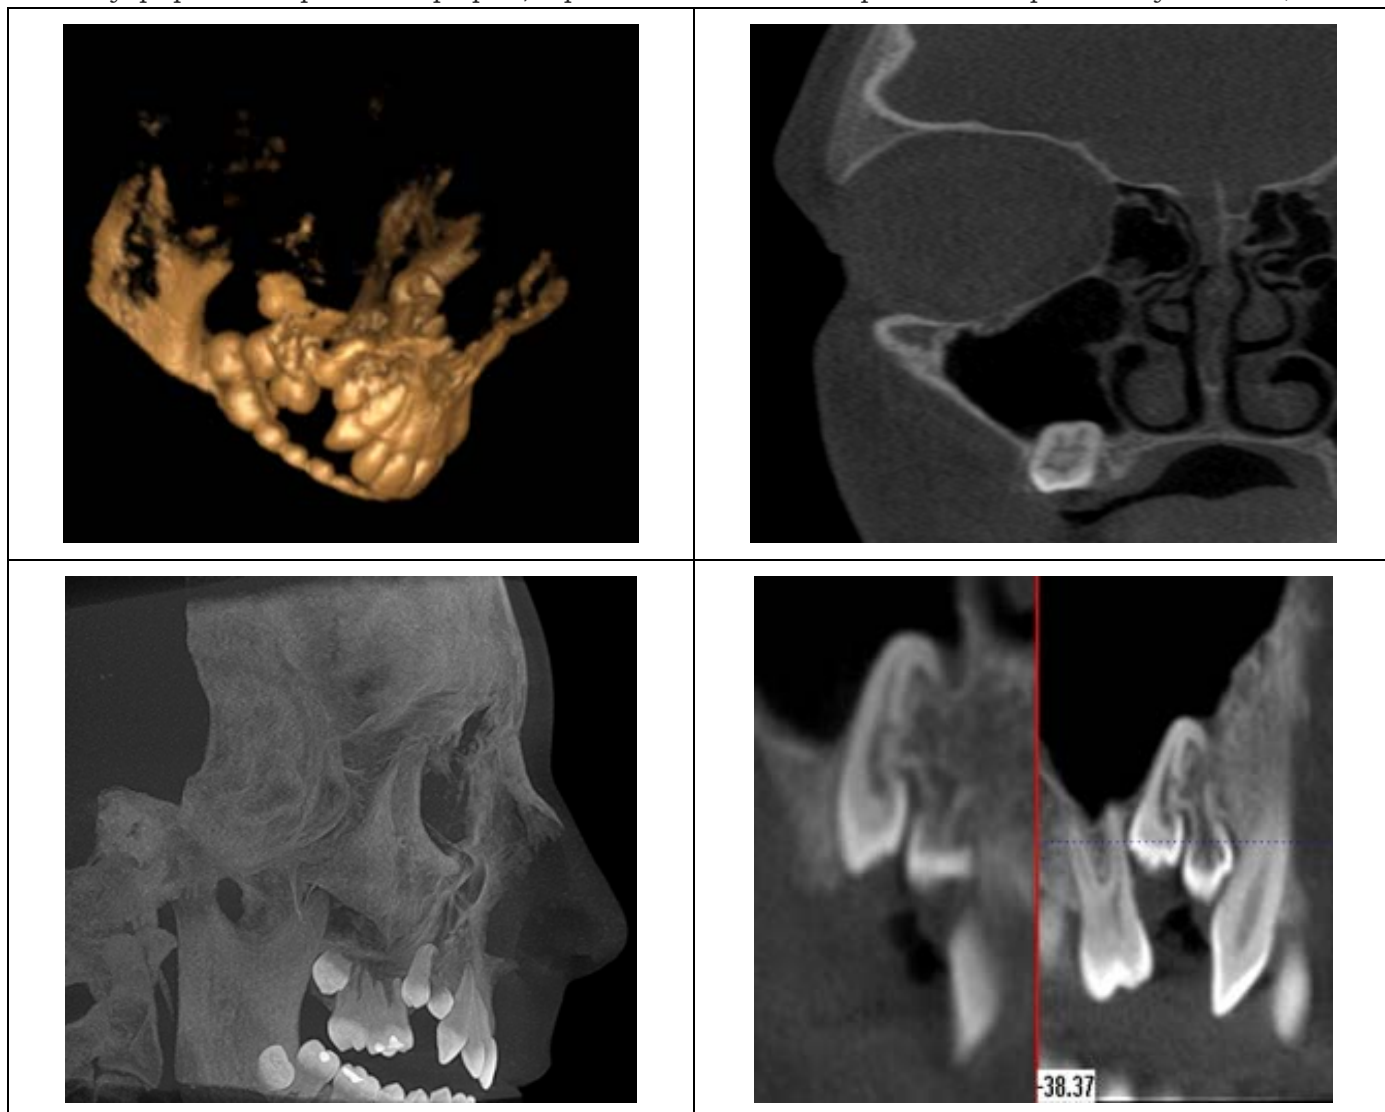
Конусно-лучевая КТ (3D и мультипланарные реконструкции).
